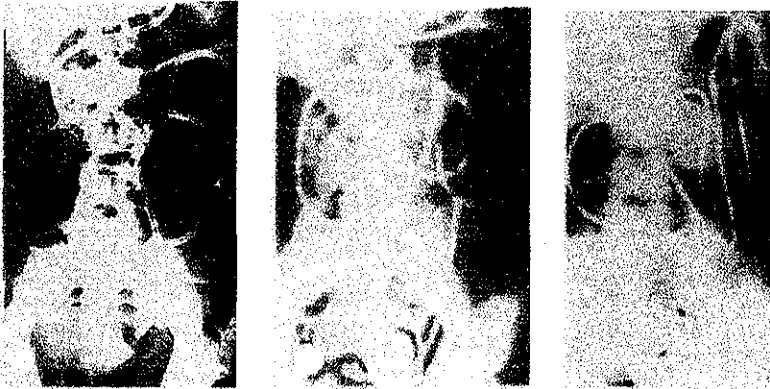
(izquierda), la radiografía de abdomen muestra un tubo largo, con la porción opaca de mercurio en la cavidad pélvica, (centro), radiografía abdominal realizada al sexto día demuestra orientación idéntica del enrollamiento del tubo, (derecha), seguimiento del tubo a través de la administración de bario, hay una dilatación obvia del intestino delgado, conteniendo el tubo enrollado.
